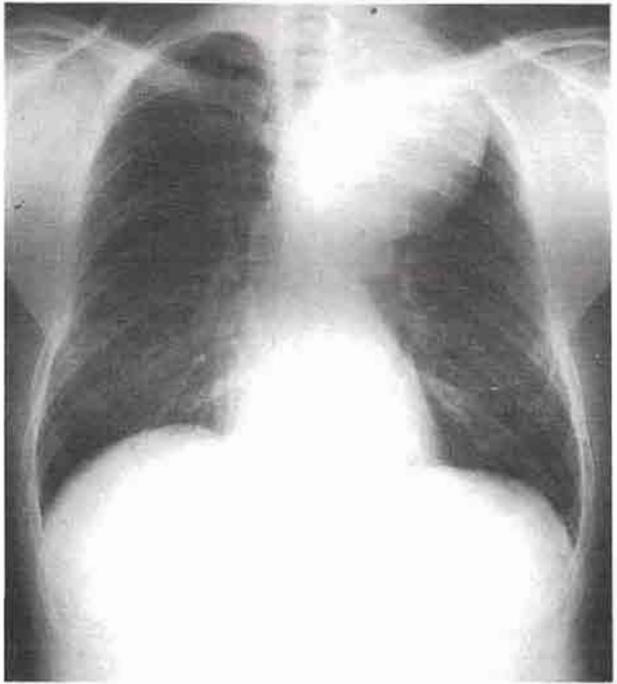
Radiografía de tórax que muestra una gran dilatación aneurismática de la aorta.
